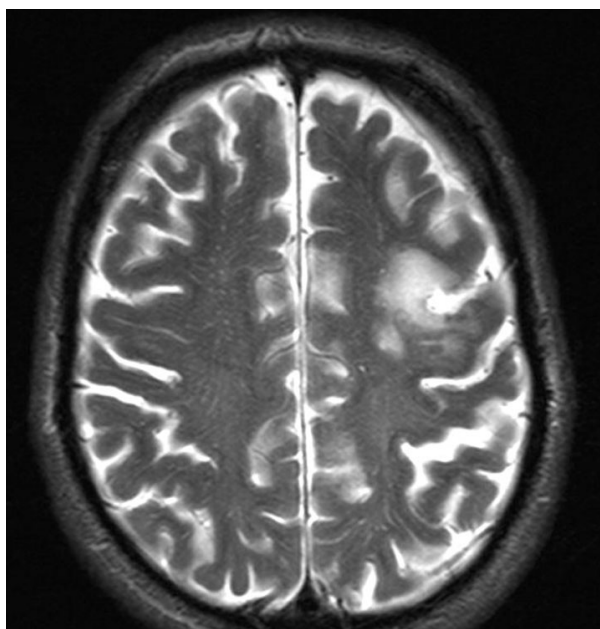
IRM de l'encéphale
